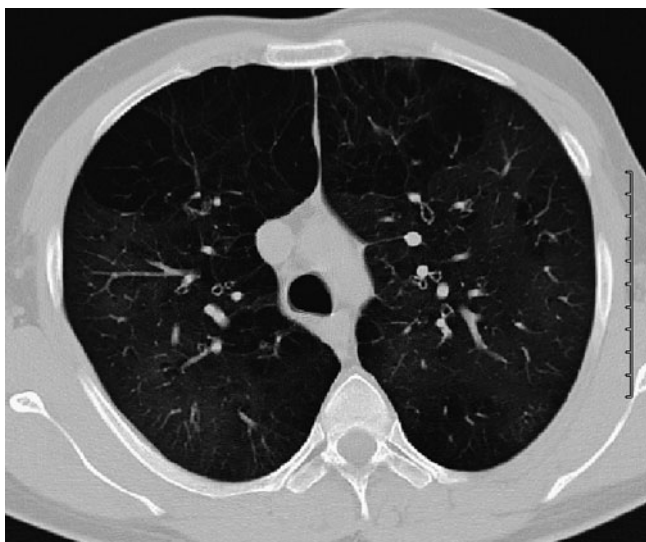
Emphysem, CT Lungenfenster
